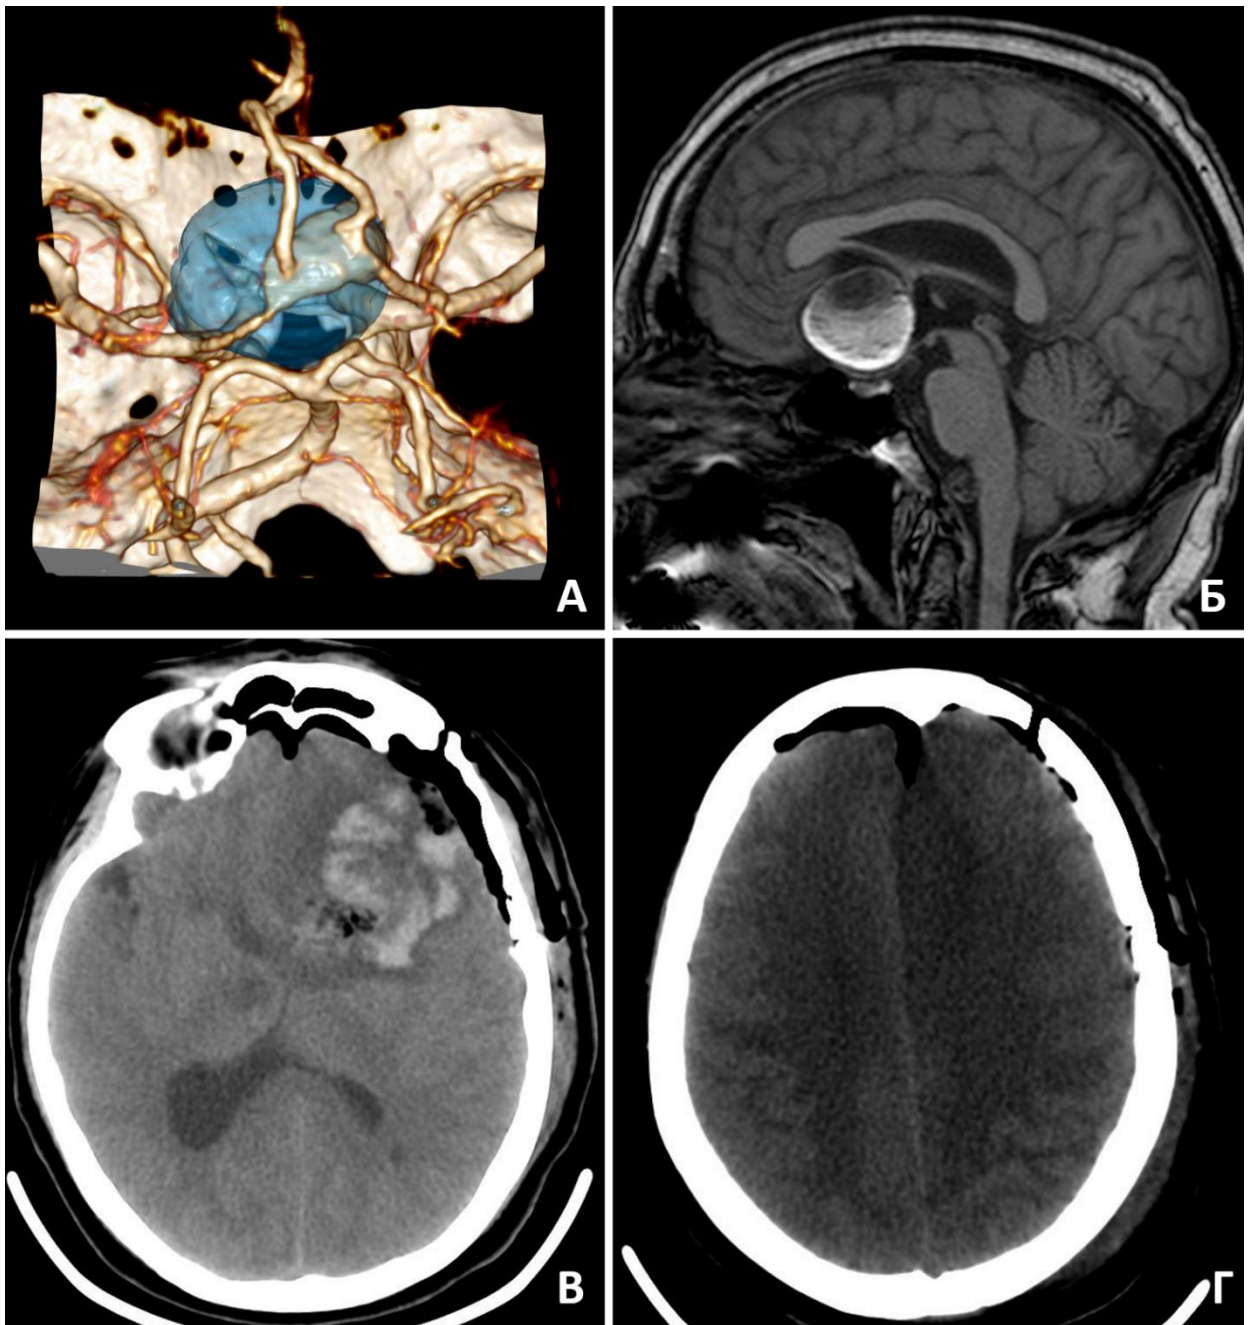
Сложное клипирование гигантской частично тромбированной аневризмы. А – КТ-ангиография, сегментирована тромбированная часть (концентрический тип тромбирования); Б – вид аневризмы на МРТ T1 режим; В – КТ на 1-е сутки после операции; Г – формирование очага ишемии в бассейне левой ПМА (см. текст)
